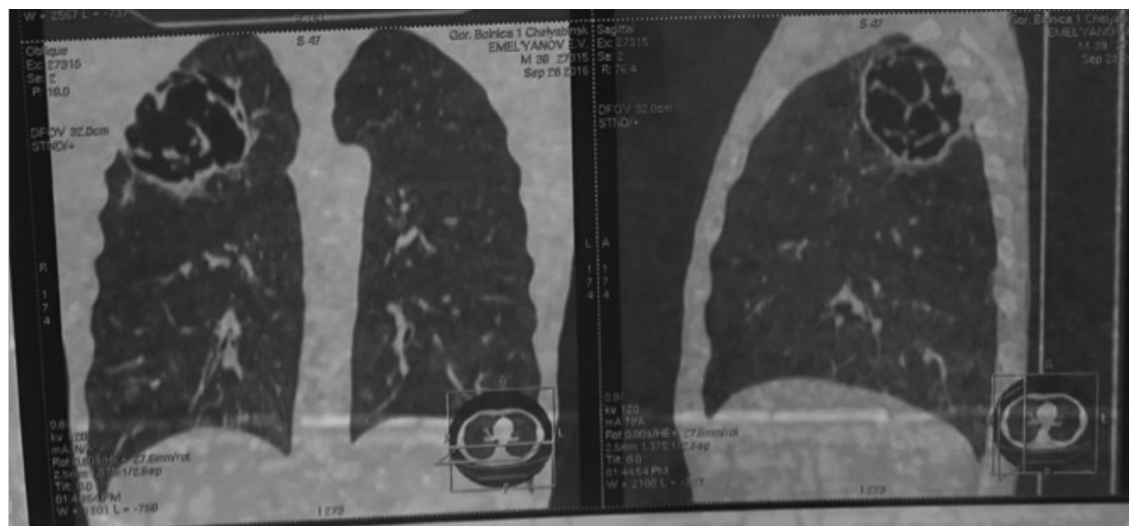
МСКТ грудной клетки – гигантская полость в верхней доле правого лёгкого.
